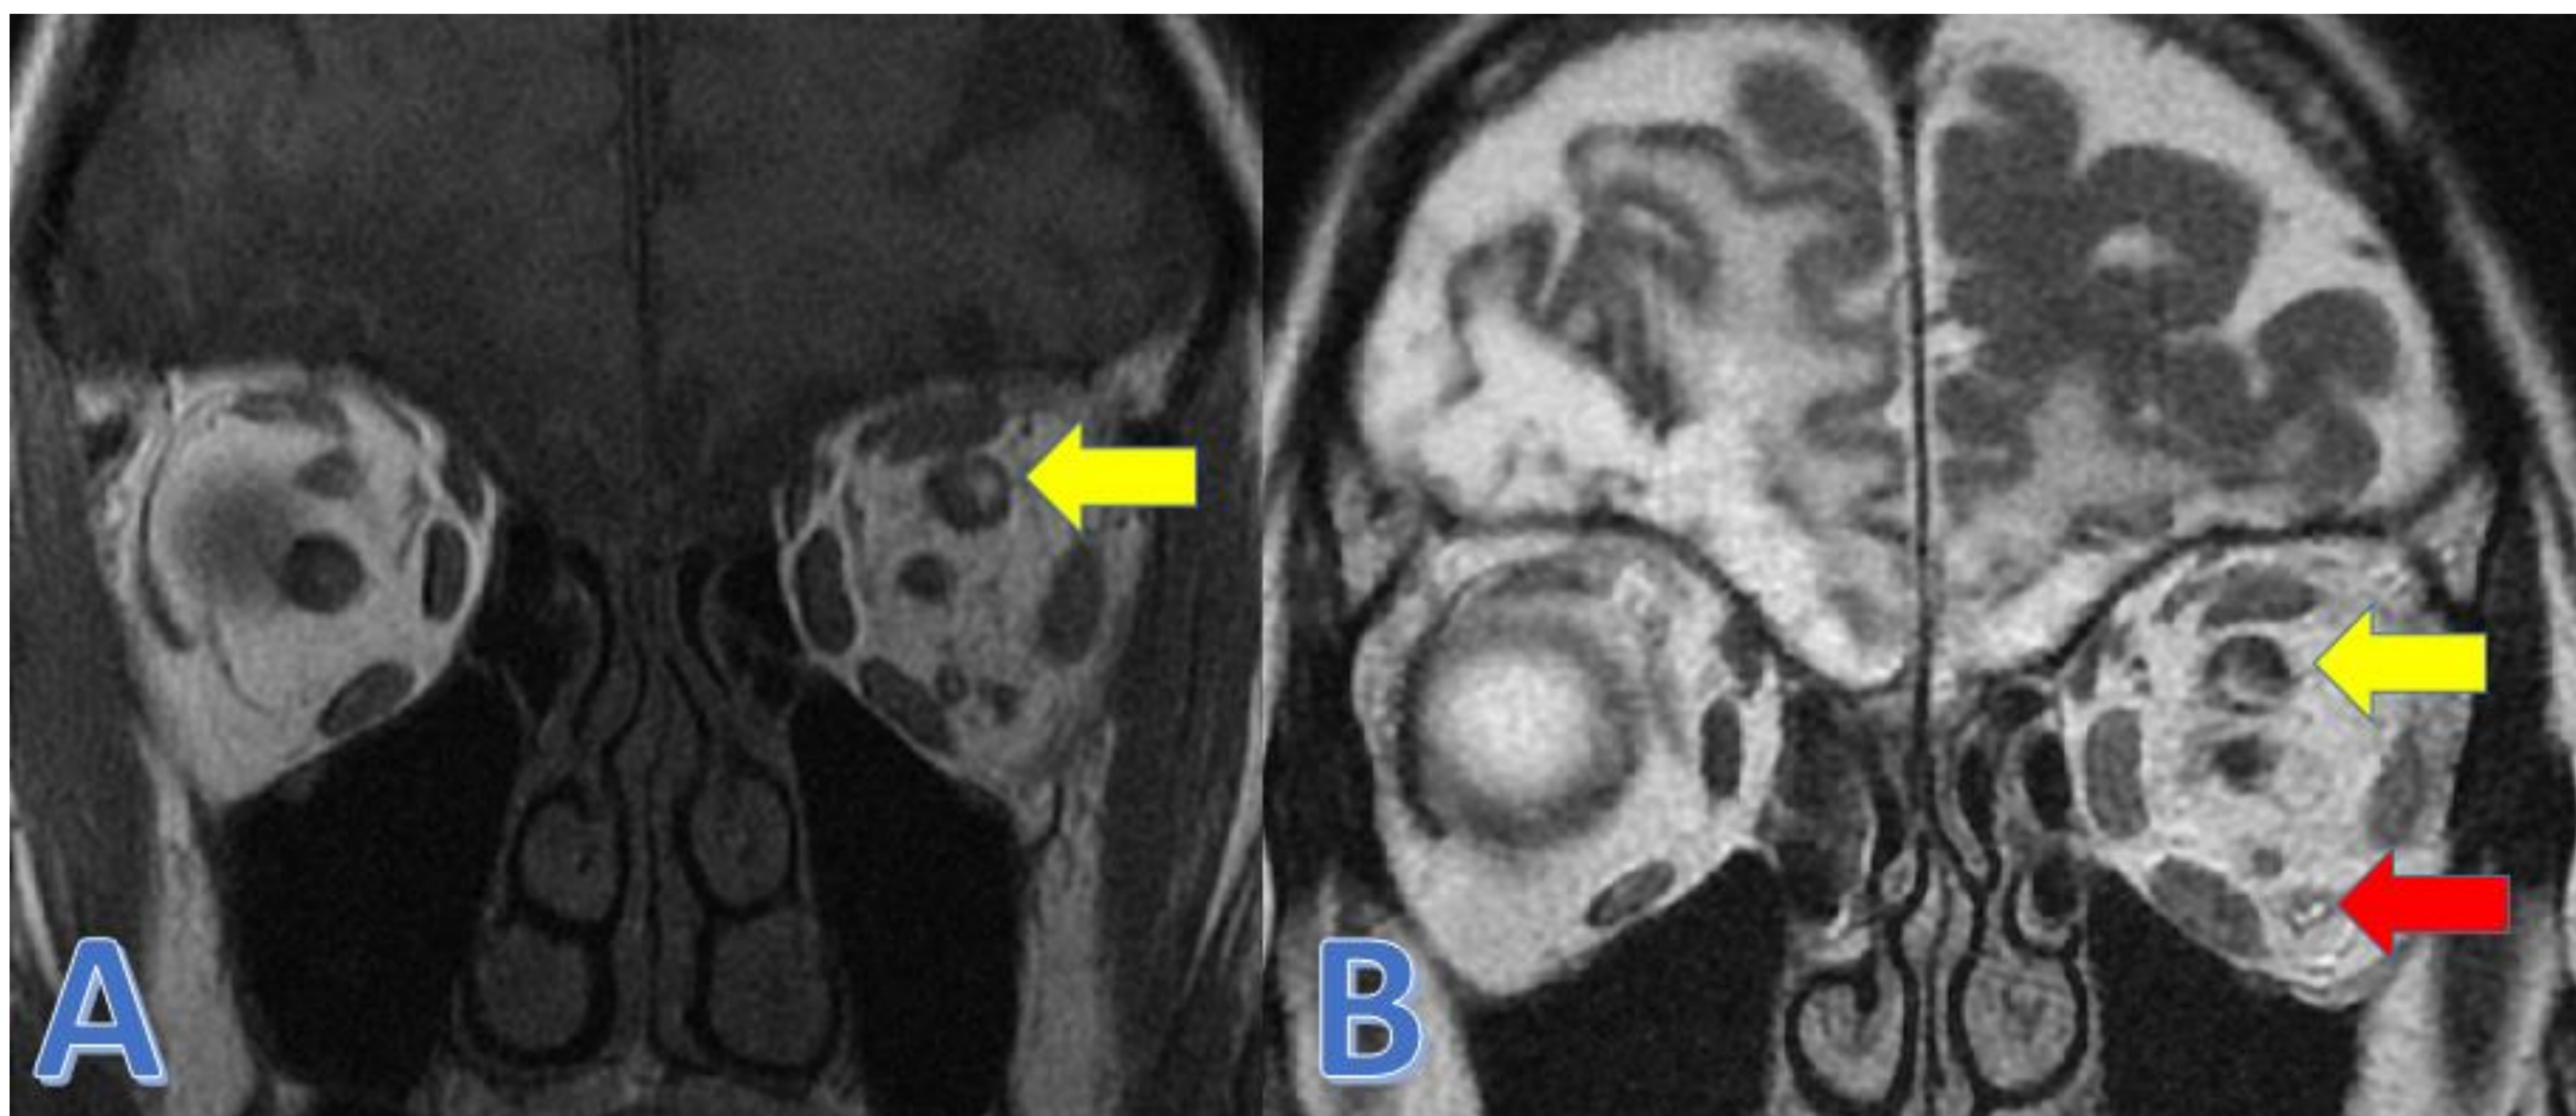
RM de orbitas sin y con CIV en corte coronal: Se observa significativo aumento de calibre de la vena oftálmica superior respecto a su homónima contralateral, con áreas intraluminales de aumento de señal T1 basal de morfología lineal (A: flecha amarilla), y con ausencia de relleno vascular en las fases sucesivas del estudio dinámico lo que sugiere trombosis venosa (B: flecha amarilla). Se asocia a la presencia de cambios inflamatorios (flebitis) e ingurgitación y "arterialización" de la vena oftálmica inferior que se mantiene permeable lo que sugiere que efectivamente pueda existir una comunicación arteriovenosa anómala a este nivel (B: flecha roja).
